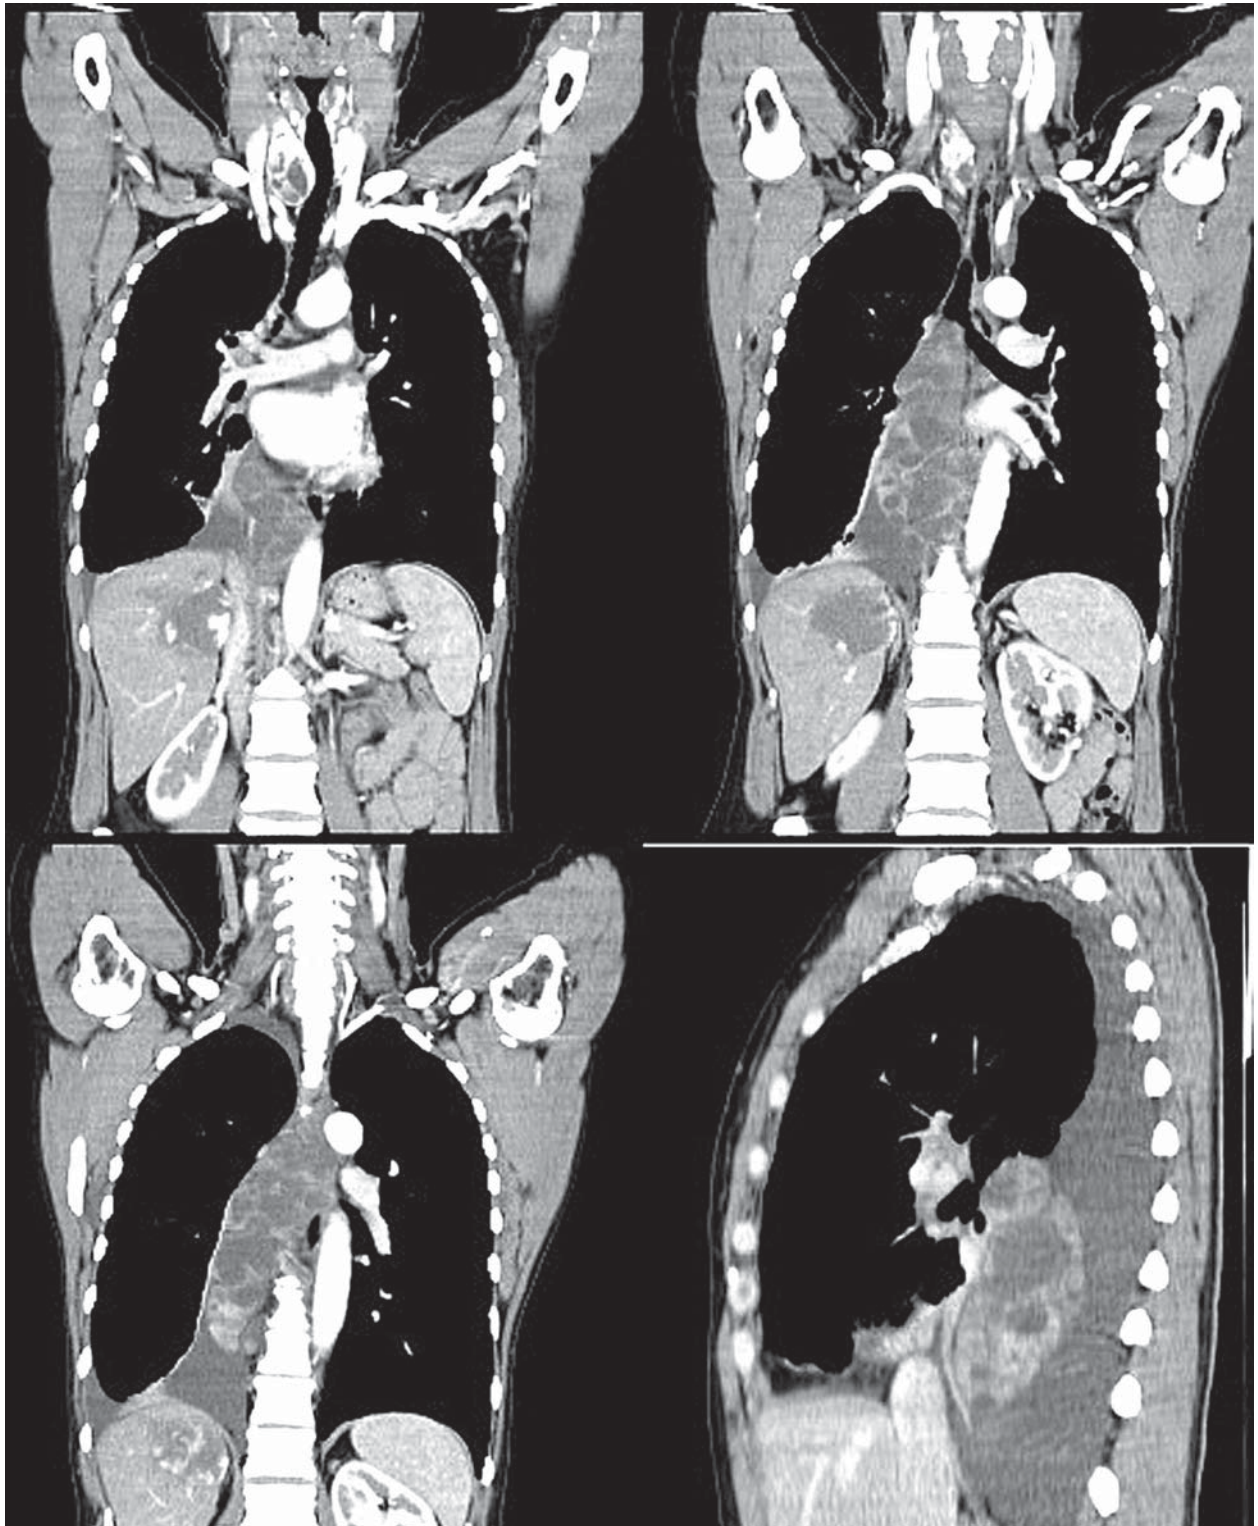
КТ скани грудної порожнини в фронтальній площині; медіастинальне вікно
